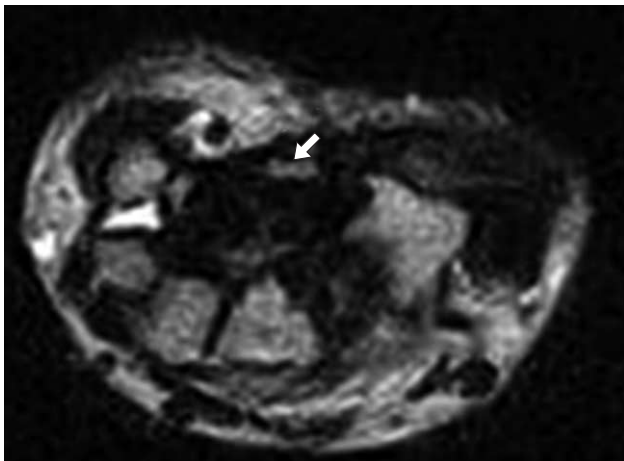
Синдром запястного канала. На аксиальной МР-томограмме определяются утолщение срединного нерва и повышение интенсивности его МР-сигнала на T2-ВИ (стрелка).
